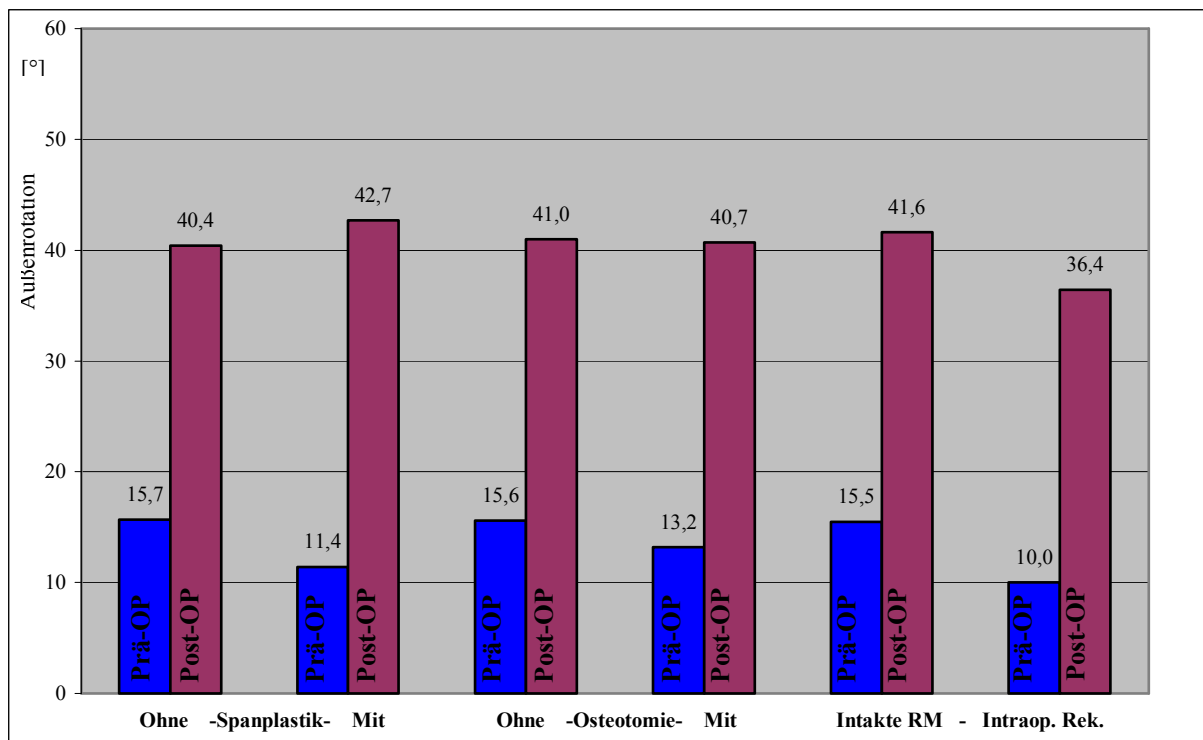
Ergebnisse der Außenrotation in Abhängigkeit von Zusatzeingriffen. Links: Patienten ohne und mit (n=11) Spanplastik. Mitte: Patienten ohne und mit (n=14) Glenoidosteotomie. Rechts: Patienten mit intakter Rotatorenmanschette (RM) und mit intraoperativer Rekonstruktion (n=7).
